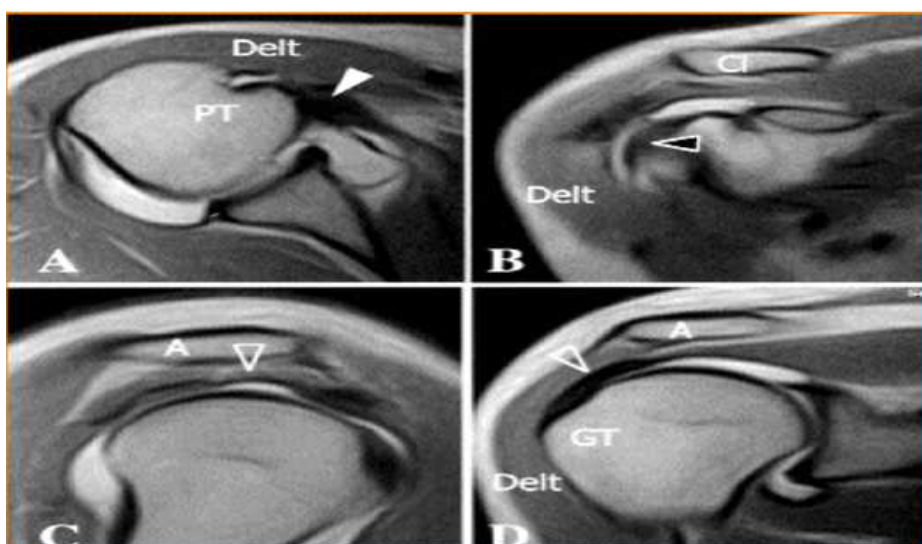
Arthro-IRM de la coiffe des rotateurs normale. Image pondérée en densité de protons.
